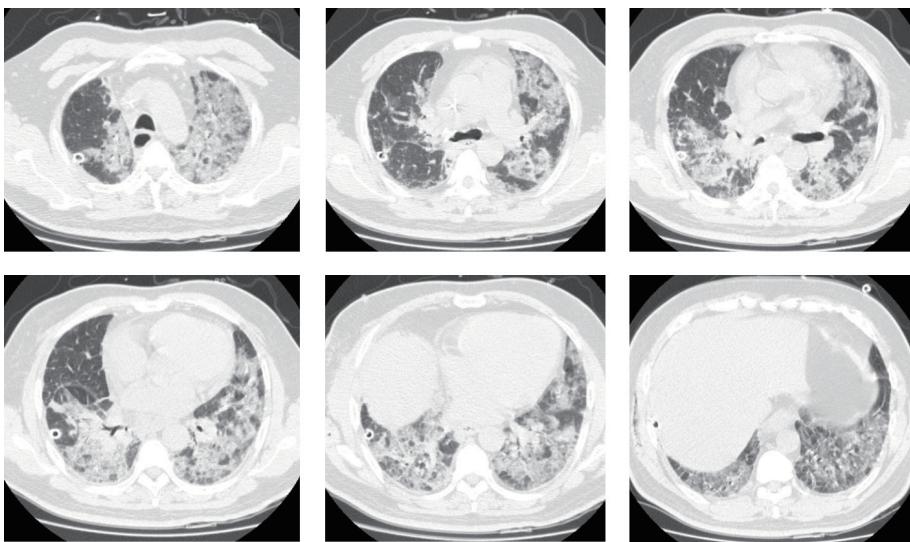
胸部CT(术后第3天): 双肺多发小叶间隔增厚、磨玻璃影、网格影及索条影, 为新出现, 以双下肺为著。
